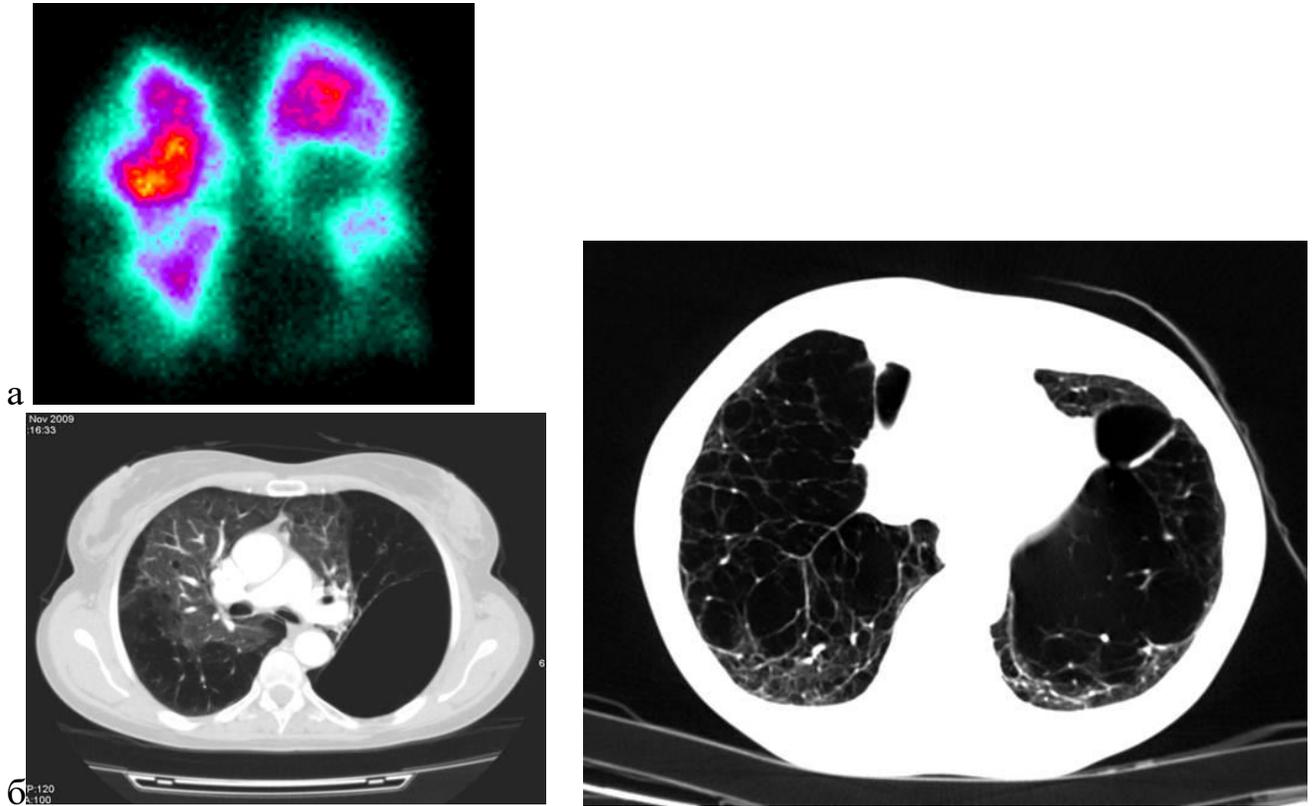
Комбинированная буллезная эмфизема на фоне значимой эмфиземы без булл (а – перфузионная сцинтиграфия легких, б – МСКТ грудной клетки).
